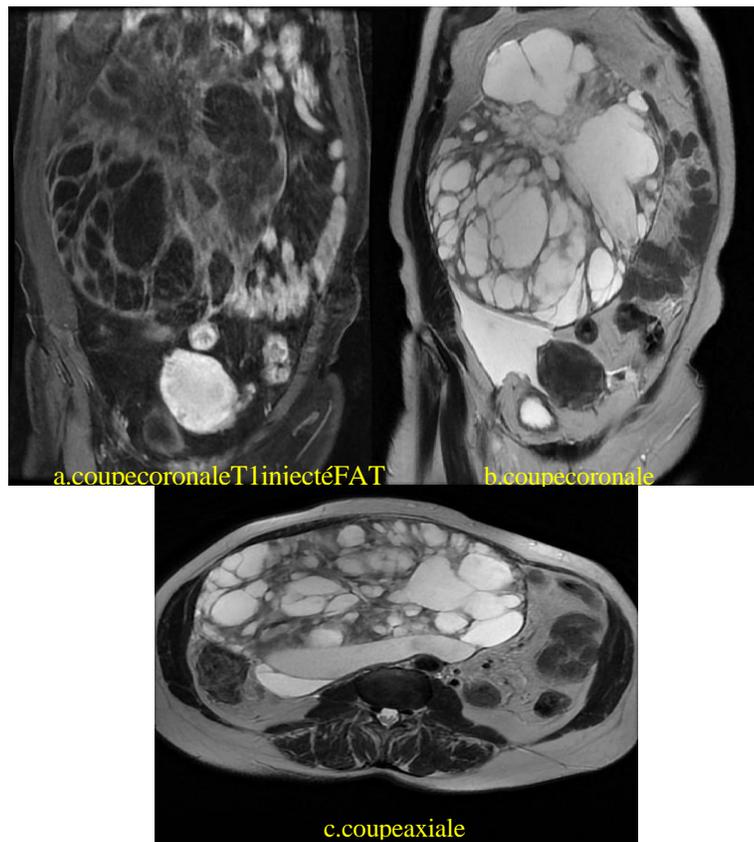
IRM abdominopelvienne montre une masse kystique abdominopelvienne (a) médiane et légèrement déviée à droite, multiloculaire, contenant des zones kystiques majoritairement (b), et des cloisons épaissies régulières prenant le contraste, sans végétations ou des bourgeons endo-kystiques, mesurant 206 × 203 × 132 mm ; sans signes d'extension aux organes de voisinage classée ORADS-4 (c)
